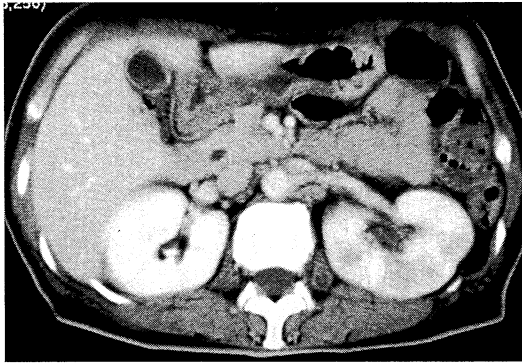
Enhanced abdominal CT on the sixteenth day after admission shows pectinate multiple low-density areas of the left kidney, but no dilation of the left renal pelvis.
